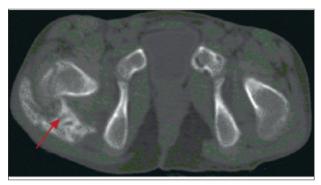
Coupe TDM axiale sans injection et en fenêtre osseuse explorant le bassin: calcifications hétérotopiques des parties molles péri-articulaires fessières droites en faveur d'une POAN (flèche rouge).
